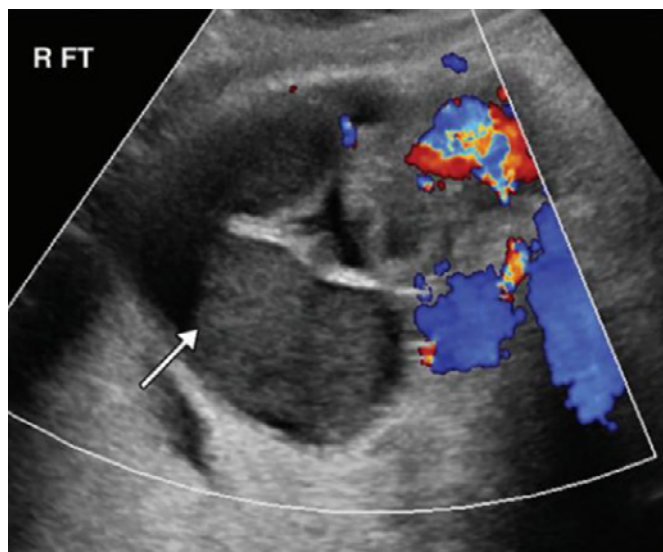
Ultrassonografia com Doppler colorido mostra uma trompa dilatada, contendo detritos e fluido líquido (seta). Há ausência de espessamento da parede da trompa ou hiperemia.⁹
